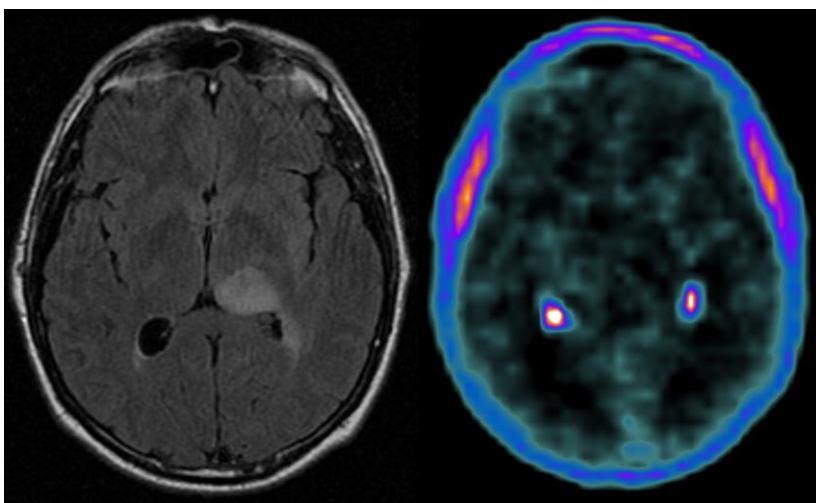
Paciente #24 RM-T2FLAIR y PET-FCH
